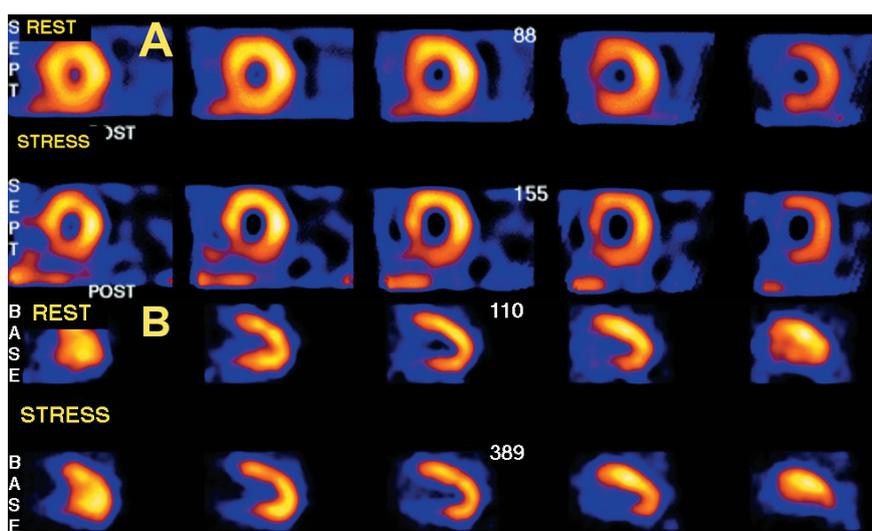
Immagine SPECT con difetto reversibile (A) e con difetto fisso (B).
